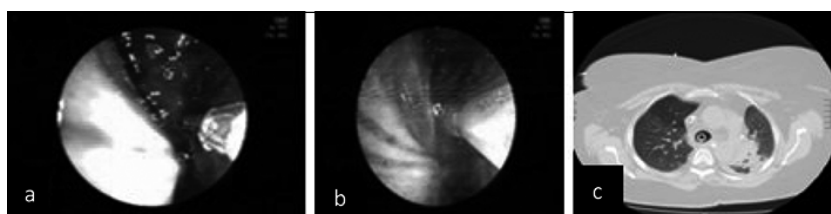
Ruptura traumática de la tráquea. Imágenes broncoscópicas a y b: inyección de PRP en los labios de la herida traqueal; c: TAC muestra que no hay paso de aire al mediastino.
